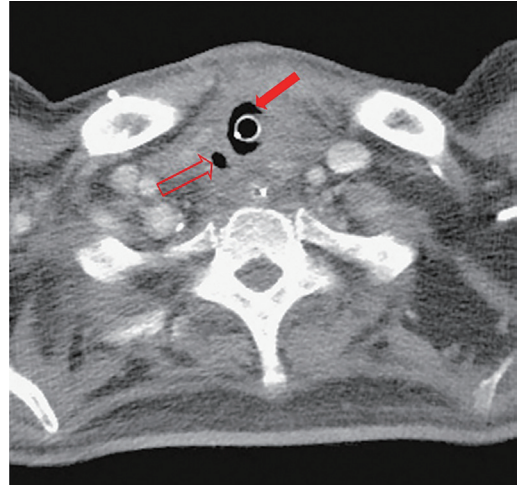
CT影像顯示氣切管位於膨脹(實心紅箭頭)近似氣管的皮下假通道中的頸部軸向，被壓迫且偏移的真氣管腔(空心紅箭頭)。
